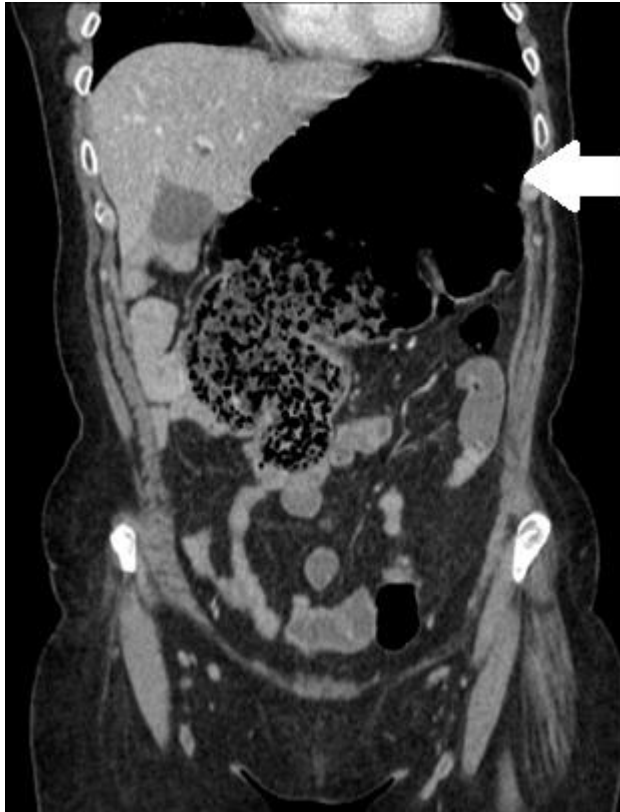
Reconstrução coronal de tomografia computadorizada de paciente com volvo de ceco. Nota-se o ceco com grande dilatação e deslocado para o quadrante abdominal superior esquerdo.
